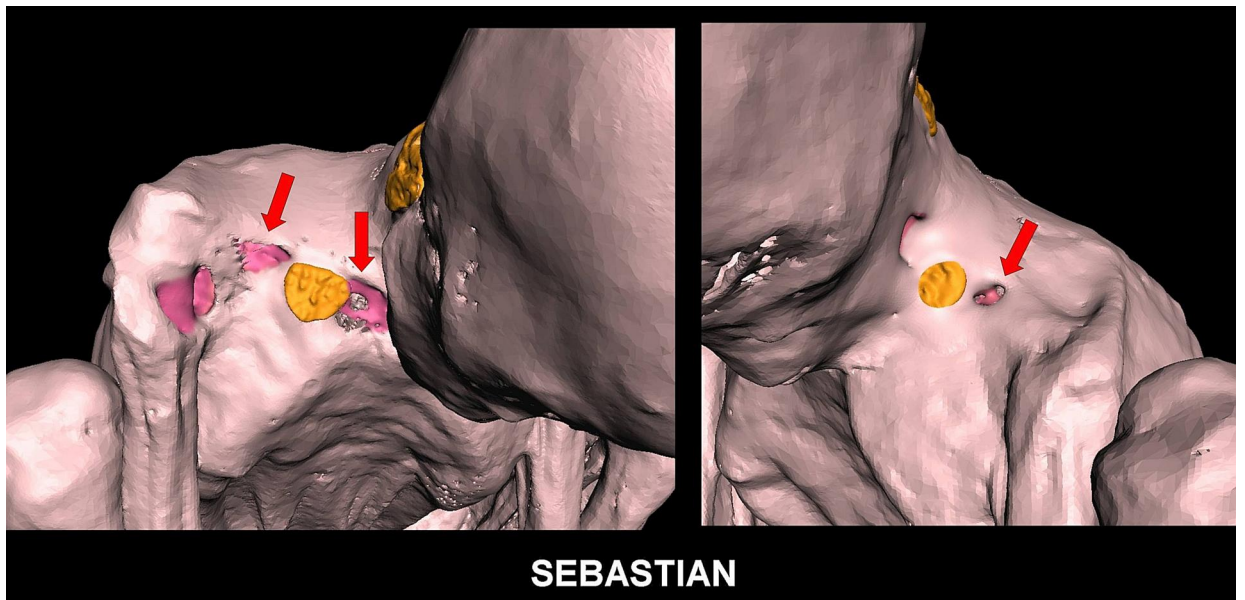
TC en 3D que muestra pérdida de tejido (flecha roja) sobre el área supraclavicular derecha (izquierda). Se observó una herida por punción (flecha roja) lateral al implante metálico en el área supraclavicular izquierda (derecha).
